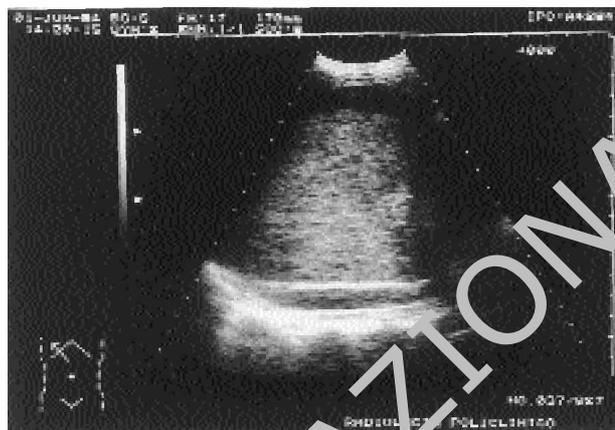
L'esame eco-Doppler evidenzia la compressione della vena cava inferiore retroepatica.
